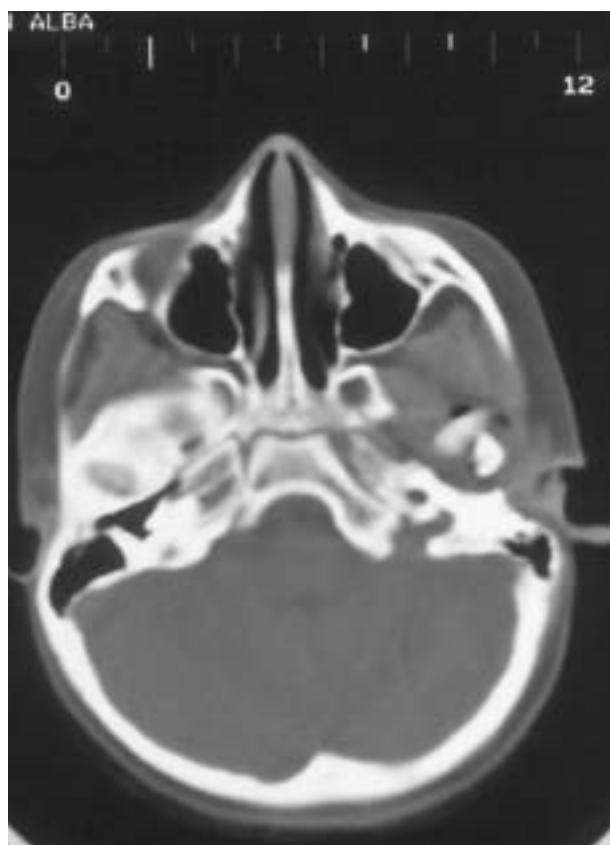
Imagen de TAC con desplazamiento anteromedial del fragmento condíleo.
